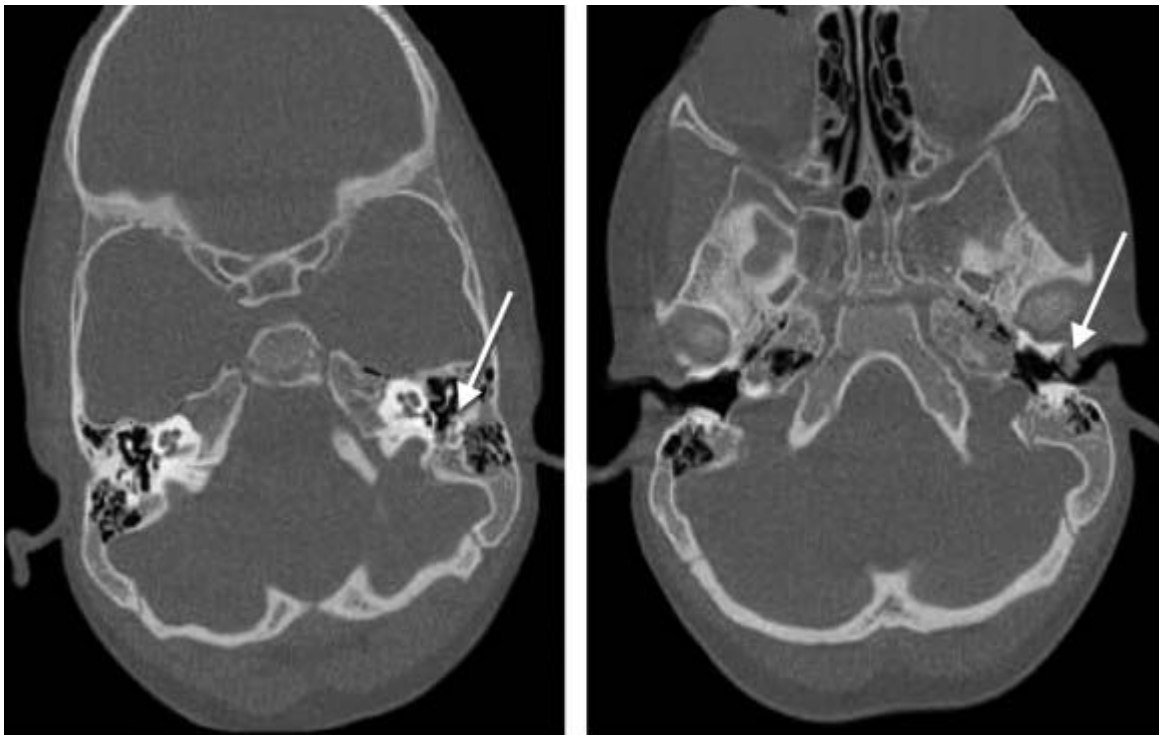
Tomografía axial computarizada (TAC) de oído con señalización del tumor.
